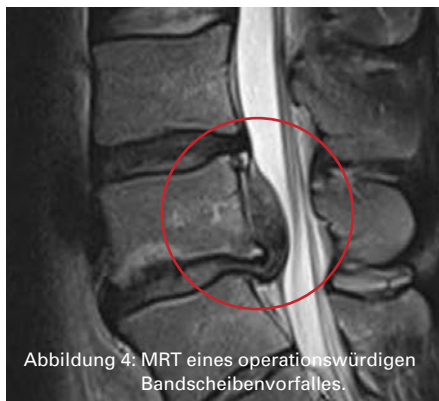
MRT eines operationswürdigen Bandscheibenvorfalls.
